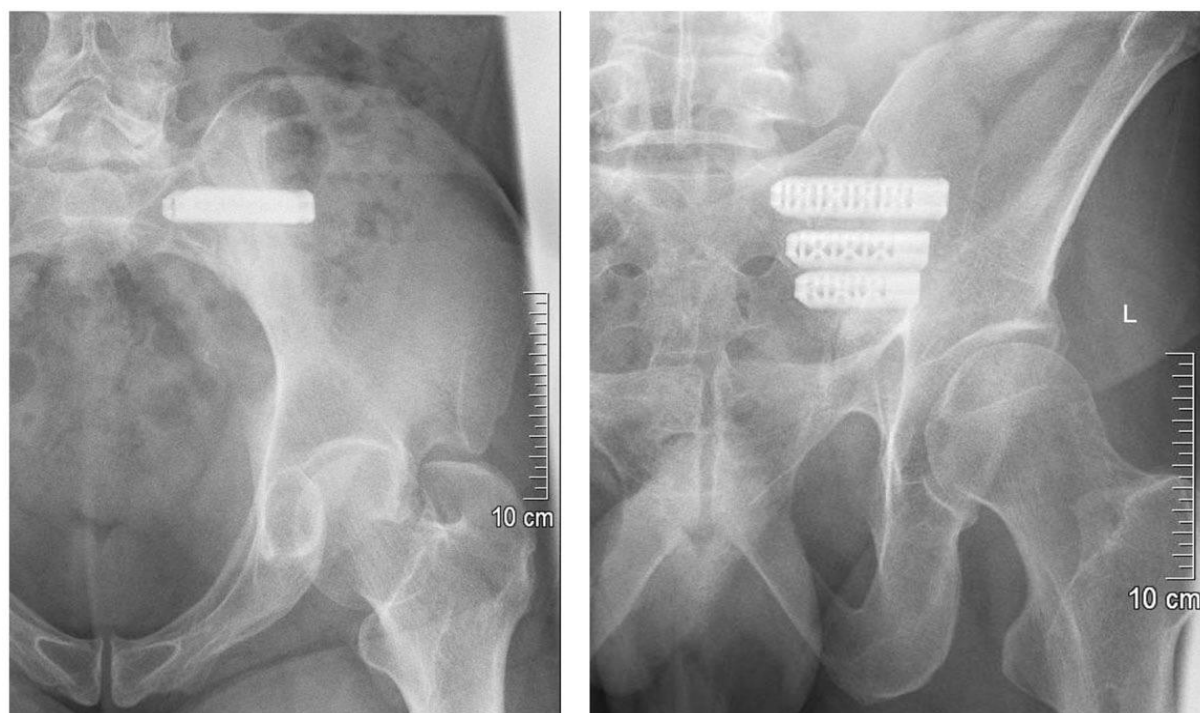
Postoperative Röntgenaufnahmen (Innlet- und Outlet-Aufnahmen) nach Implantation des iFuse®-Systems am linken ISG.
